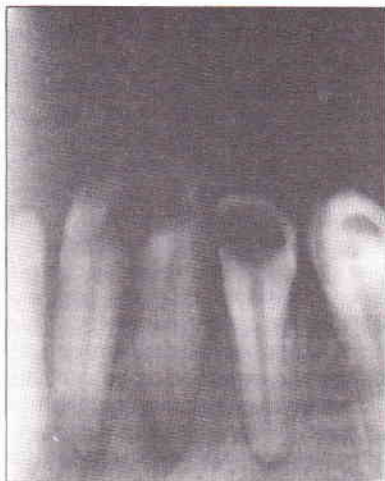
Radiografia prévia da região ântero-inferior. Diagnóstico necrose com lesão 32. (Caso Dr. Leonardo Nunes e Dra. Maris Trescastro, apresentando na Semana Acadêmica da Faculdade de Odontologia da UFRGS 0 1991)
